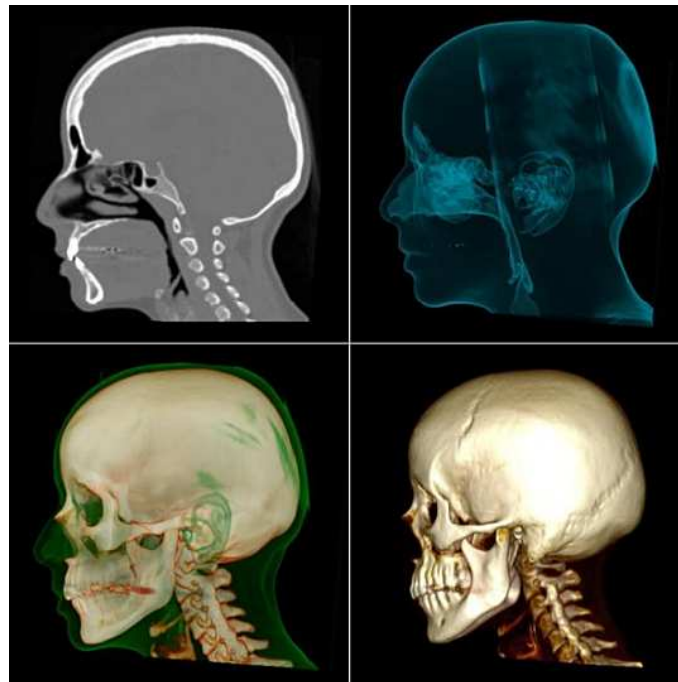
Visualización a lo largo del plano sagital (arriba-izquierda) y en 3D de un estudio CT de cráneo (120 kV, 222 mA, corte: 1 mm). Las ventanas de despliegue en las visualizaciones 3D fueron ajustadas para enfatizar las vías aéreas (arriba-derecha), tejido blando y hueso (abajo izquierda) y hueso (abajo-derecha).
